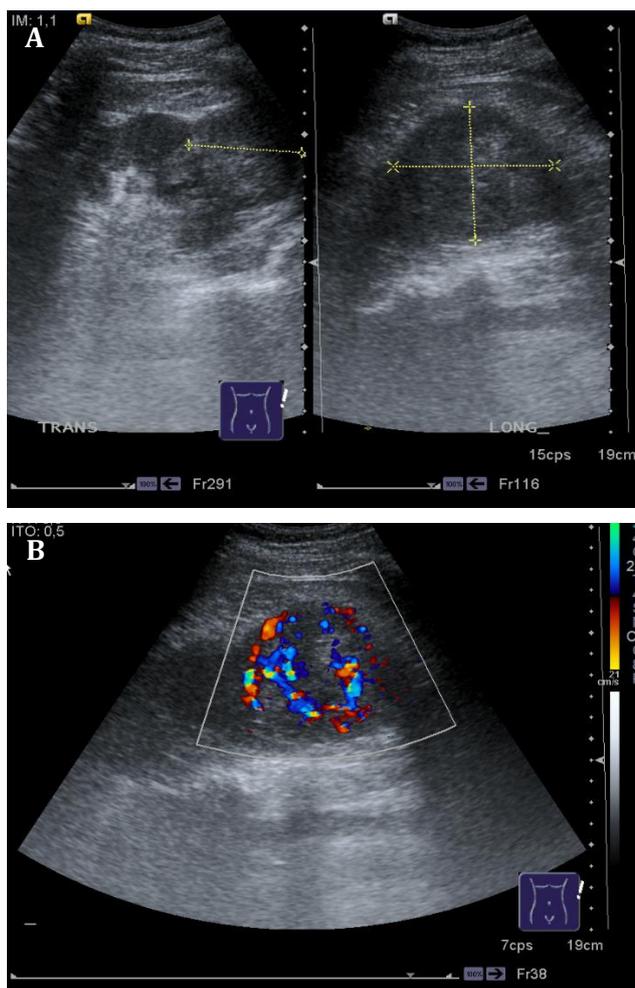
Ecografía renal. El empleo rutinario de esta técnica de imagen en el diagnóstico de la patología abdominal ha permitido diagnosticar un mayor número de masas renales en fases precoces de la enfermedad favoreciendo una migración hacia formas menos evolucionadas de la enfermedad. La imagen muestra una masa mesorrenal excrecente (A), hipervascularizada en el estudio Doppler (B), compatible con carcinoma renal.
